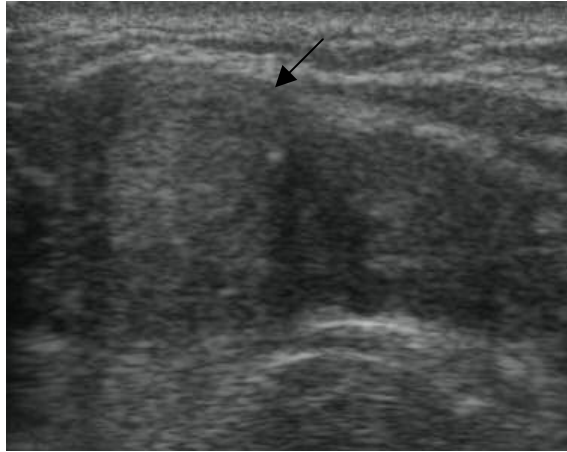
Ultrasonido que muestra retracción de I tendón por desgarro completo del supraespinoso
